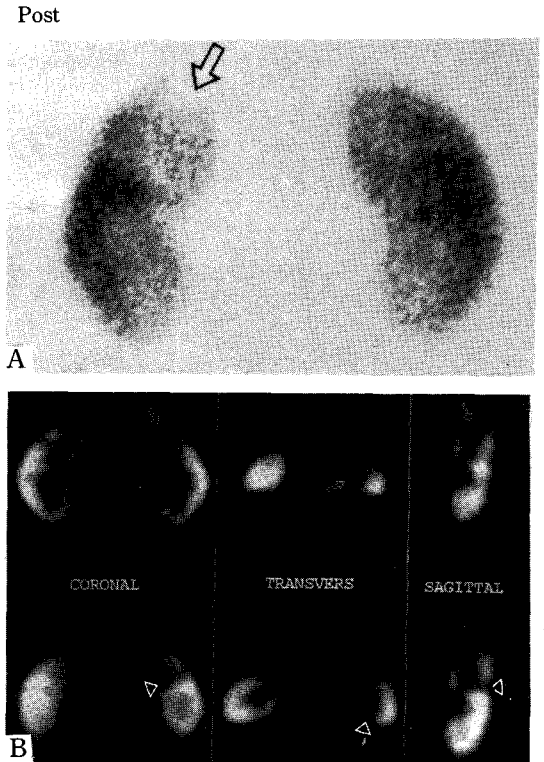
^{99m}Tc-DMSA planar (A) and SPECT (B) imaging in a 30 year-old woman with first episode of APN. Planar mage showed single cortical defect at upper pole of left kidney. SPECT images showed the other cortical defect at left kidney (△).
